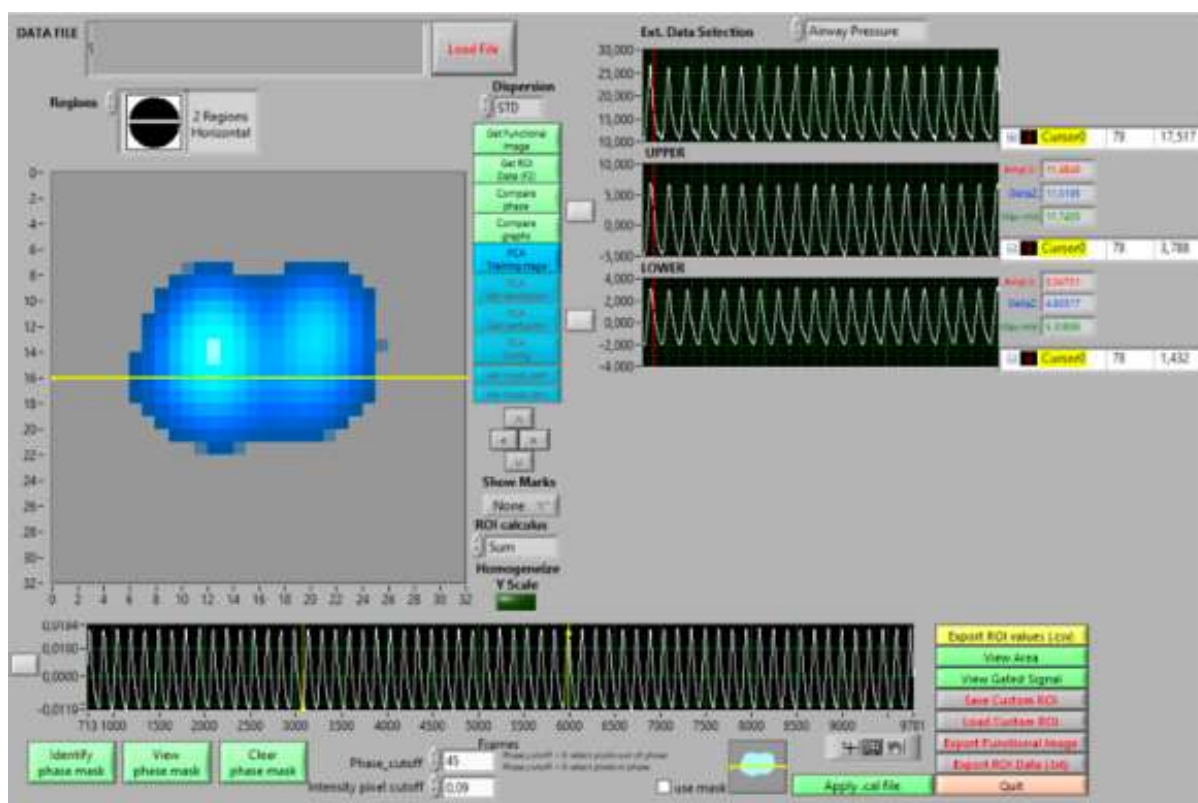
Mapa da ventilação: Imagem da tomografia por impedância elétrica (TIE) dividida, pela barra em amarelo, em duas regiões de interesse (ROIs) de mesma altura com base na matriz de pixels.
